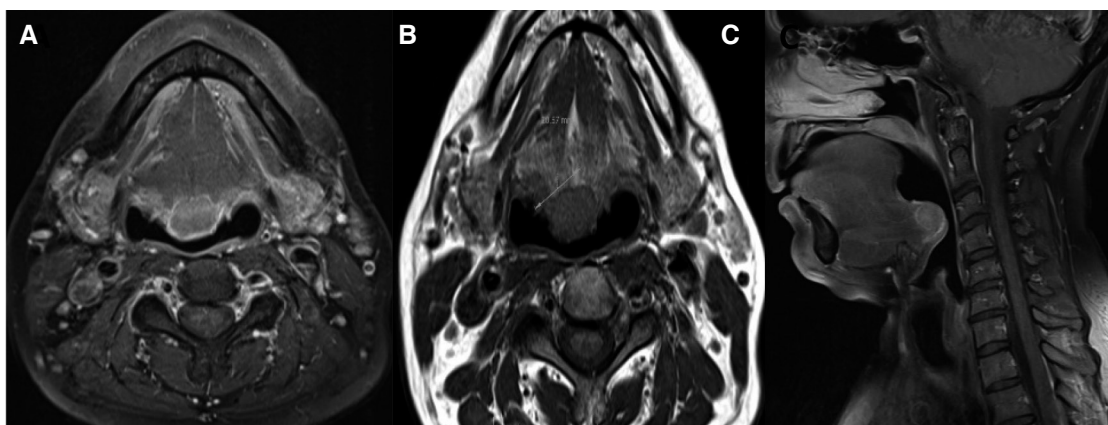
Resonancia magnética de cuello: se observa tiroides lingual en la línea media de la base de la lengua. A: corte axial T2 con contraste, B: corte axial T1, C: corte sagital T2 con contraste
